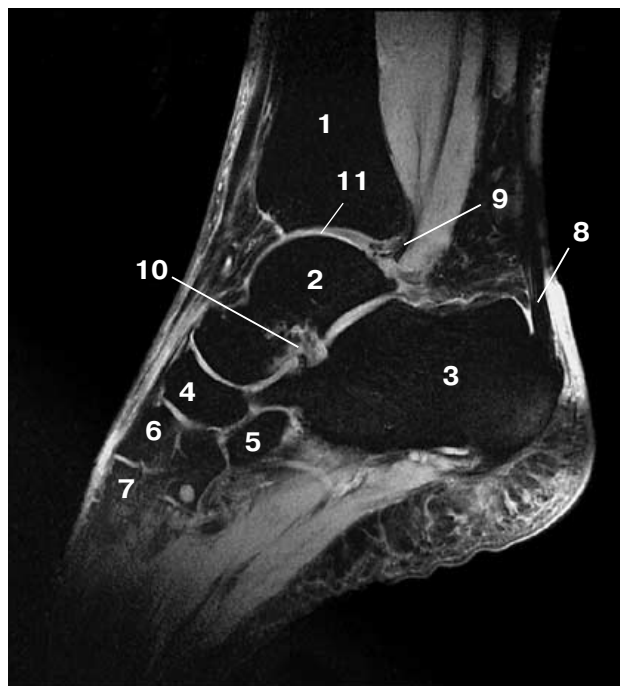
Срединная сагиттальная МР-томограмма голеностопного сустава и стопы (T1 FLASH). 1 – большеберцовая кость, 2 – таранная кость, 3 – пяточная кость, 4 – ладьевидная кость, 5 – кубовидная кость, 6 – трехгранная медиальная кость, 7 – третья плюсневая кость, 8 – ахиллово сухожилие, 9 – lig. tibiofibulare posterius, 10 – пазуха предплюсны, 11 – суставной хрящ.
